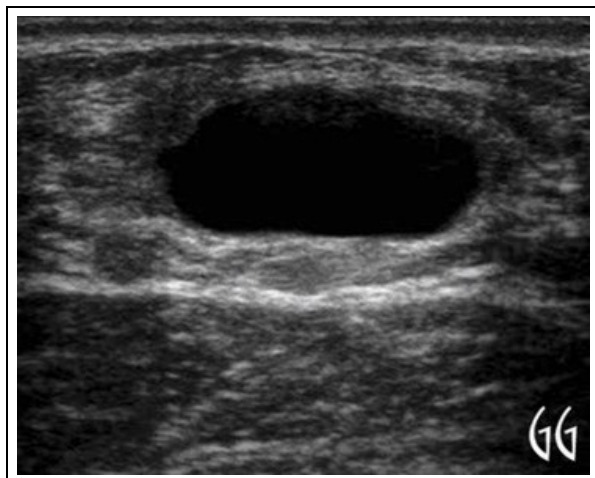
Quiste simple visto por ecografía.
